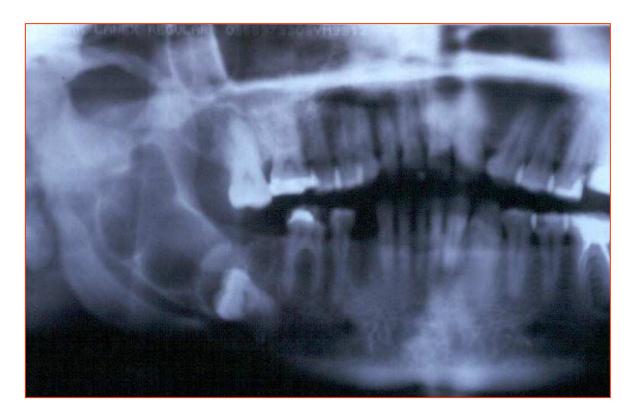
Radiografía panorámica donde se observa una lesión osteolítica multilobulada de bordes escleróticos bien definidos, asociado a un diente molar desplazado hacia la porción basal.
